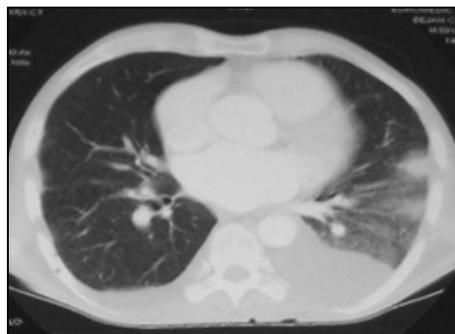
Tomographie computerisée en cancer pulmonaire
